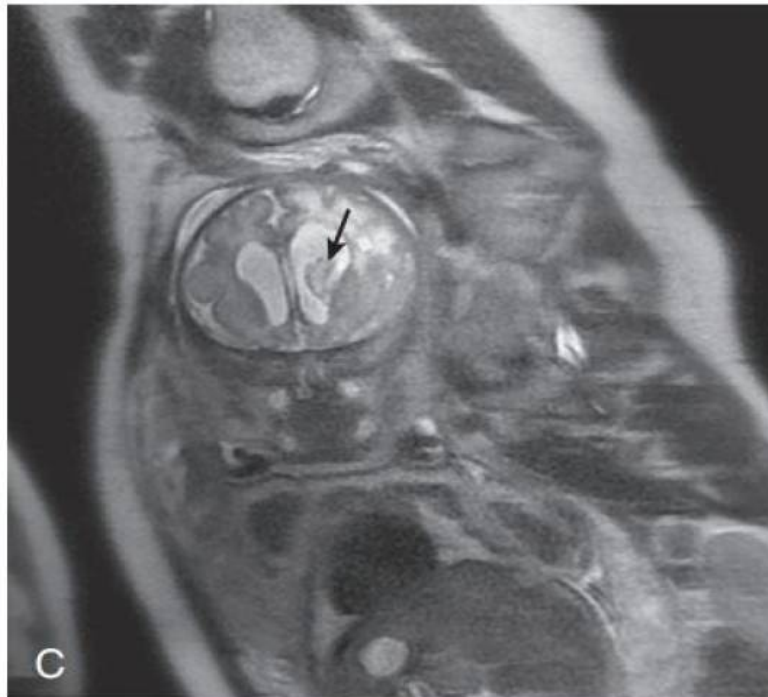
IRM montrant une hémorragie intraventriculaire (flèche) [267].
